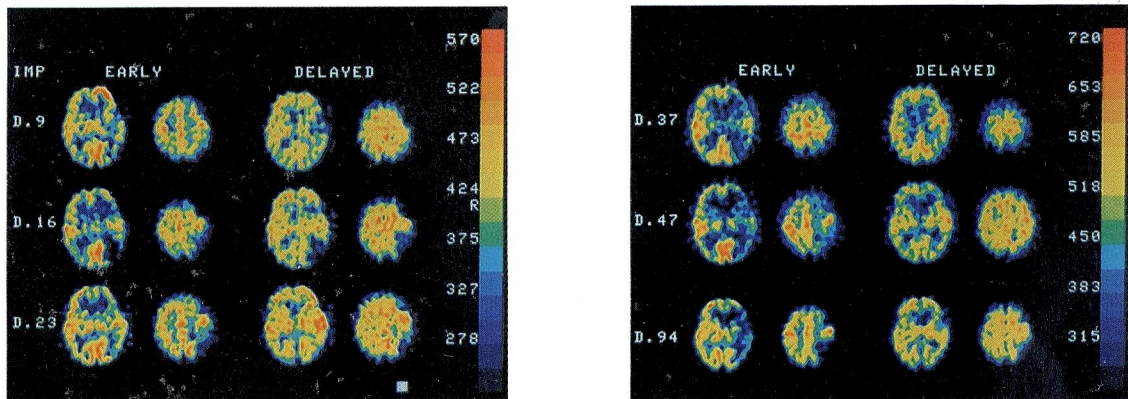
Case 12. a) Serial X-ray CT scans, b) Serial IMP-SPECT
